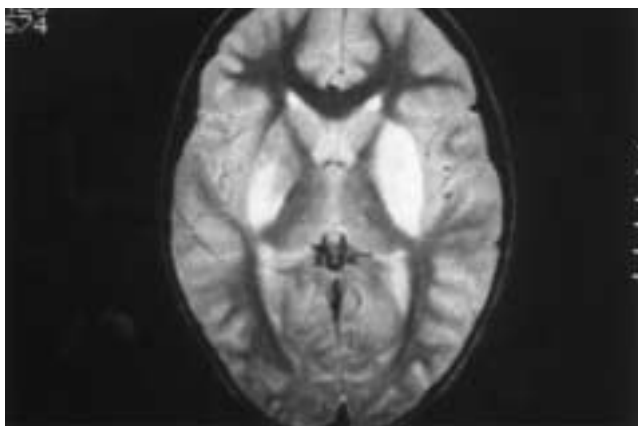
RM craneal (45 días tras ingreso). Las lesiones observadas previamente permanecen invariables.
